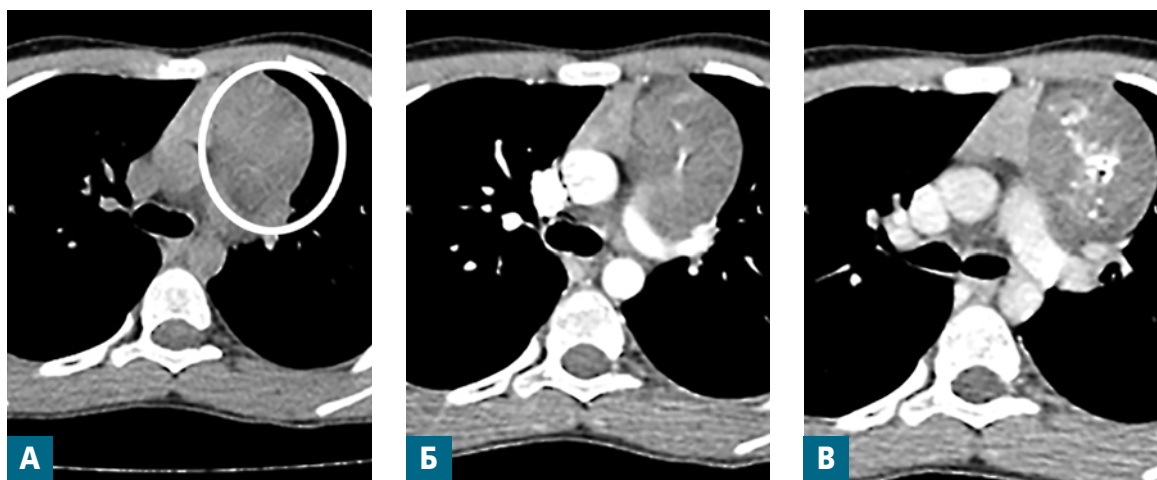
Компьютерная томография ОГК с внутривенным контрастированием. А) – нативная фаза, Б) – артериальная фаза, В) – венозная фаза
